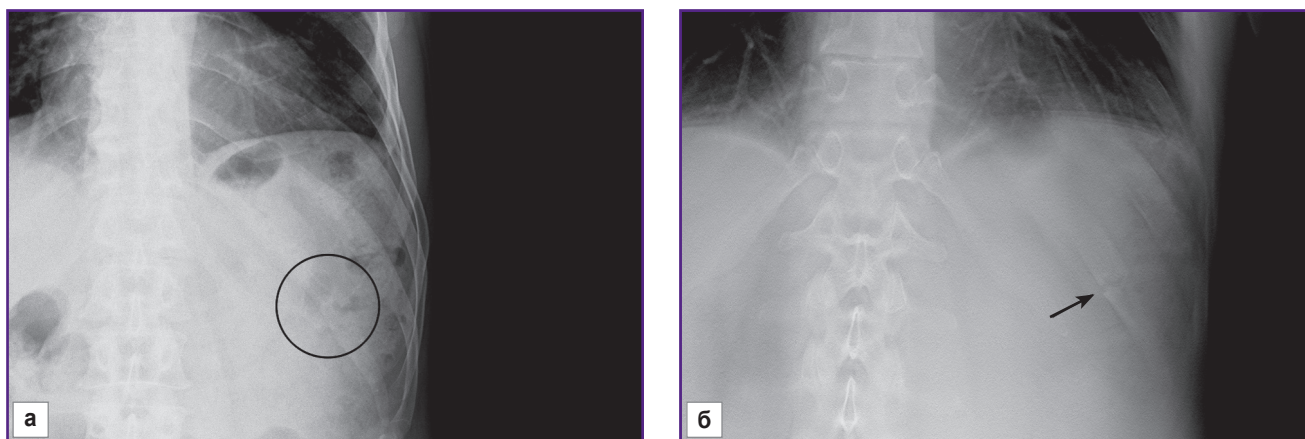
Цифровая рентгенограмма (а) и томограмма (б) во фронтальной плоскости органов грудной клетки. На томограмме определяется поперечный перелом XI ребра слева по лопаточной линии с диастазом между отломками до 2 мм (черная стрелка), который не визуализировался на рентгенограмме на фоне скопления газа в кишечнике (черный круг)
